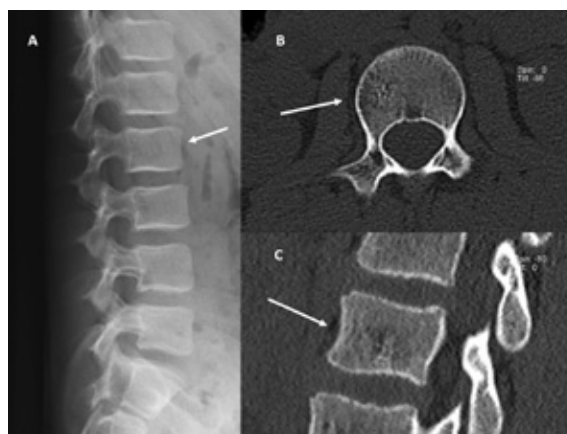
Hémangiome de L2 chez un garçon de 15 ans. Lésion peu visible sur la radiographie (A), située en plein corps vertébral sur le scanner (B et C). (Collection Pr Boutry)
